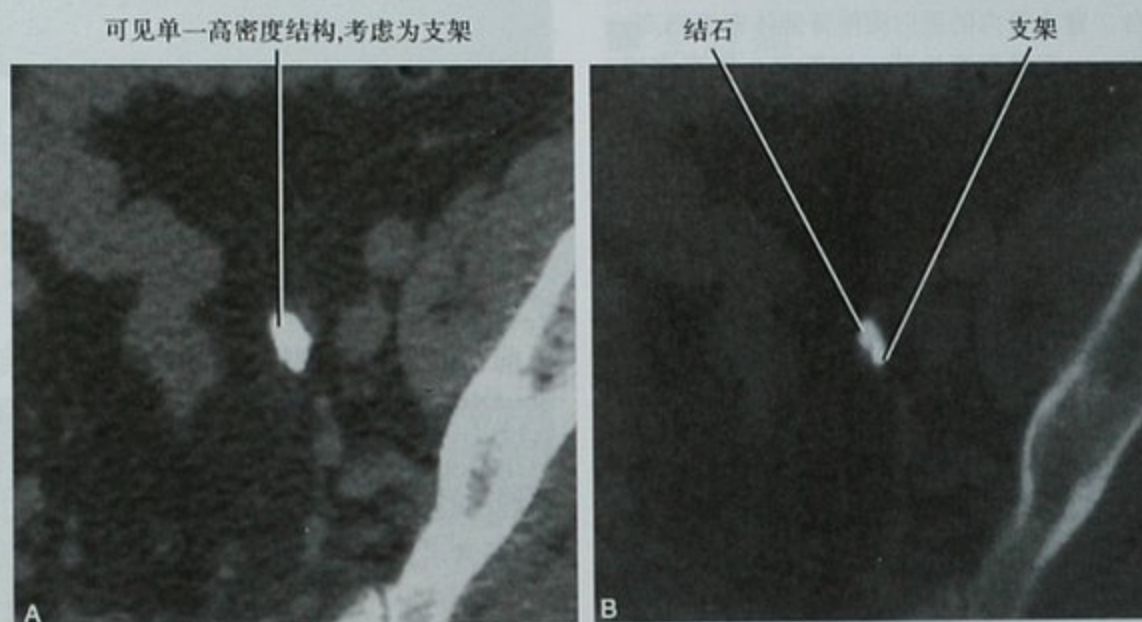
应用骨窗鉴别尿路结石及尿路支架,A. CT 平扫横断位图像,软组织窗观察,显示输尿管内单一密度致密影,考虑为支架;B. 改用骨窗观察,输尿管结石和邻近的支架可以区分开来
